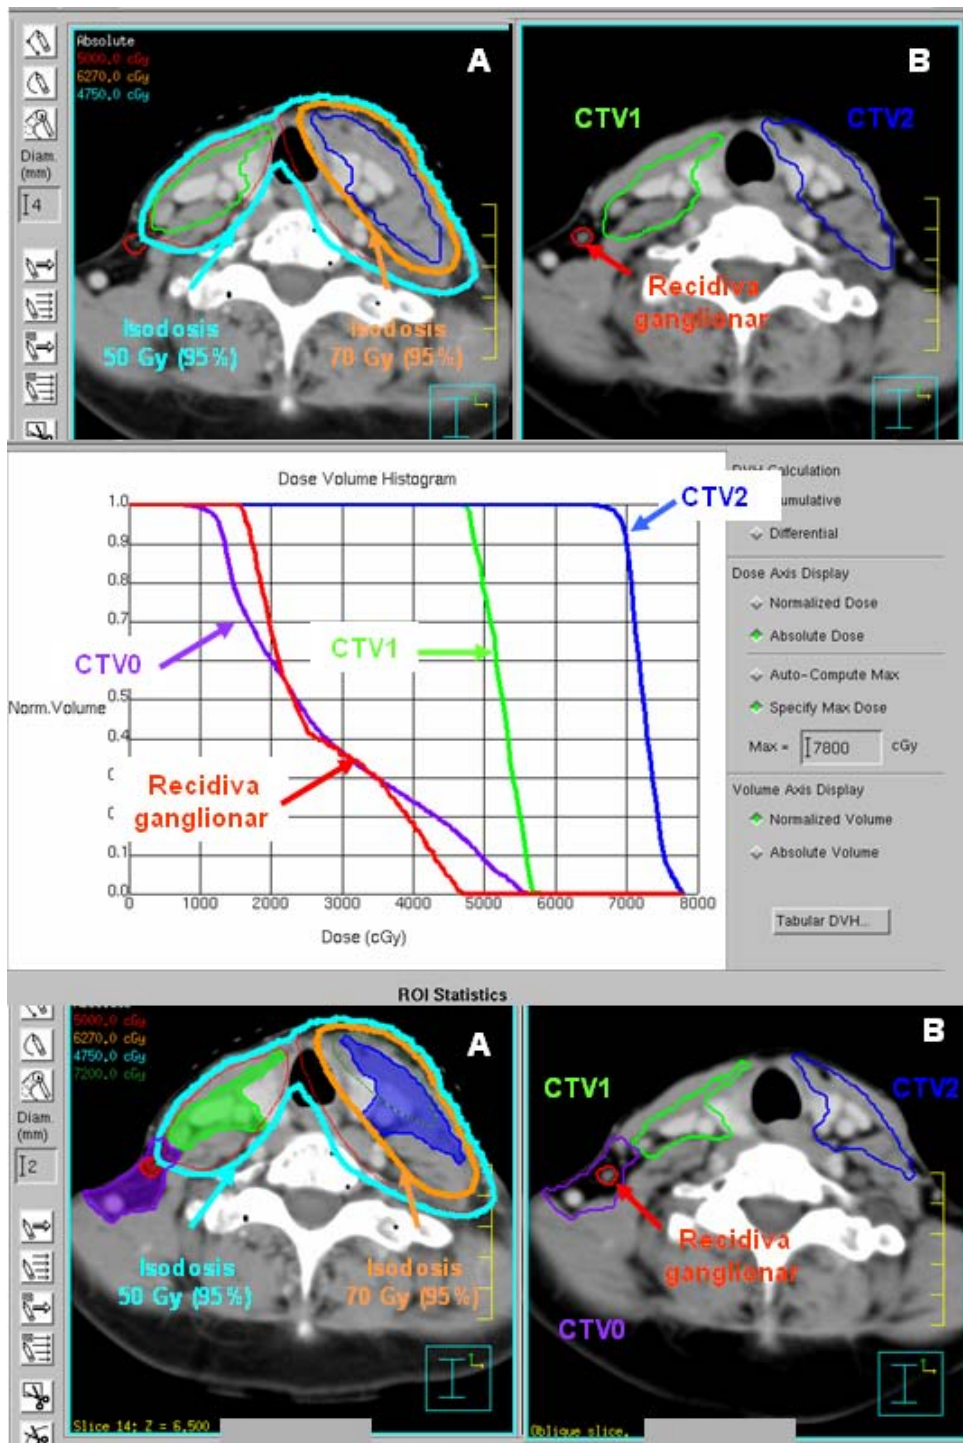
Recidiva Ganglionar fuera del campo de irradiación. Fusión con registro simultáneo de imágenes e identificación de Volúmenes (CTV1,CTV2, CTV0, VRG) entre TC de simulación pre-recidiva (A) y TC de simulación post-recidiva ganglionar (B). Histograma de dosis-volumen correspondiente a Recidiva ganglionar, con los distintos parámetros dosimétricos.
